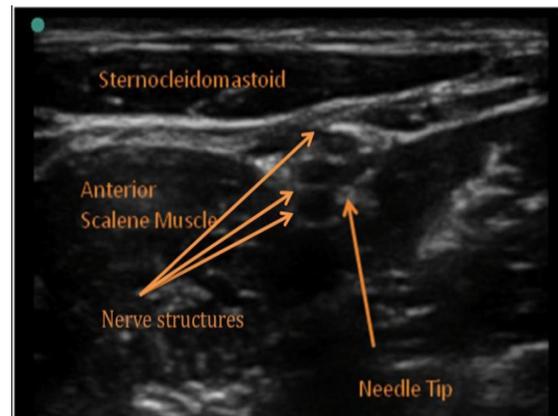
gambaran ultrasonografi jarum dalam plana yang berada di dekat struktur saraf dalam cekungan interskalenus
